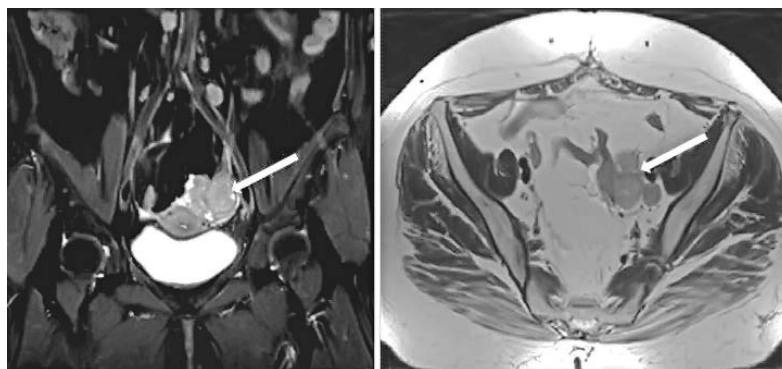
Pacientă depistată cu CCU, IRM secțiuni axiale și coronale în ponderație T2, evidențiază adenopatii abdomino-pelvine – stadiu IIIB
